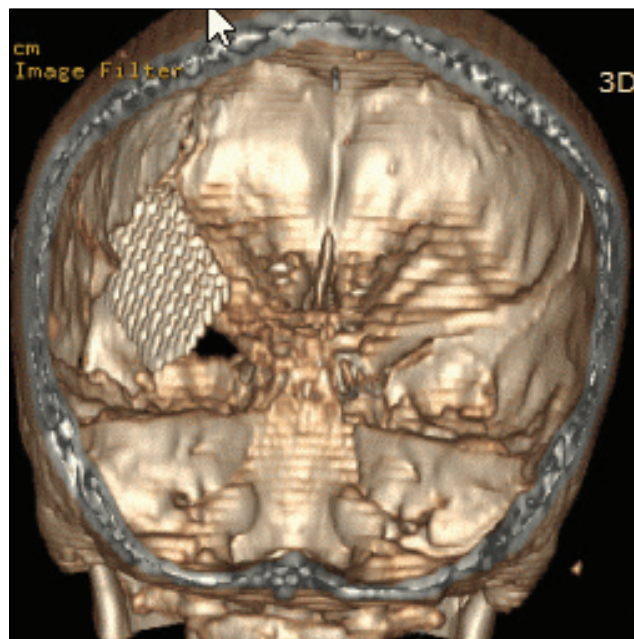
Комп'ютерно-томографічна реконструкція: титановий трансплантат у проекції латеральної стінки орбіти
